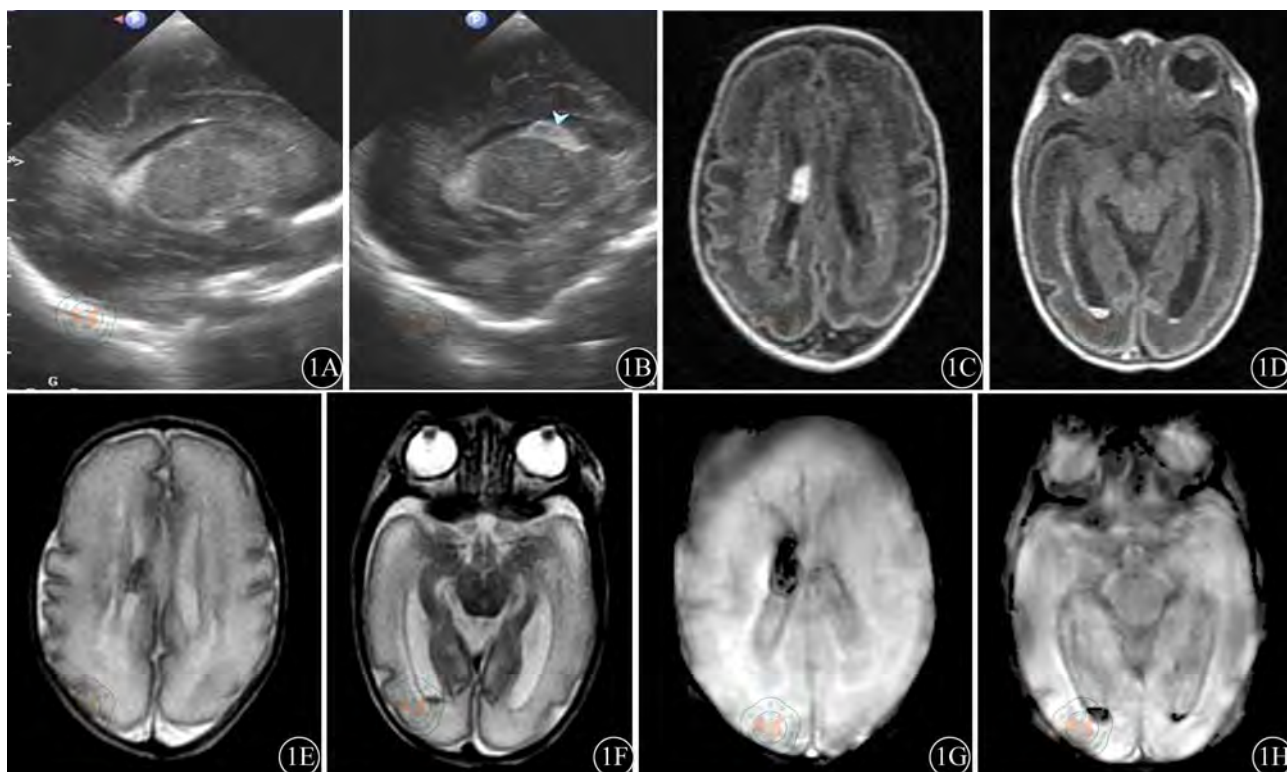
患儿右侧侧脑室及双侧侧脑室后角出血在超声、MRI常规序列及ESWAN序列均能明确显示,出血在超声(1A、1B)表现为高回声,在T1WI(1C、1D)表现为高信号,在T2WI(1E、1F)表现为偏低信号,在ESWAN(1G、1H)均表现为低信号
